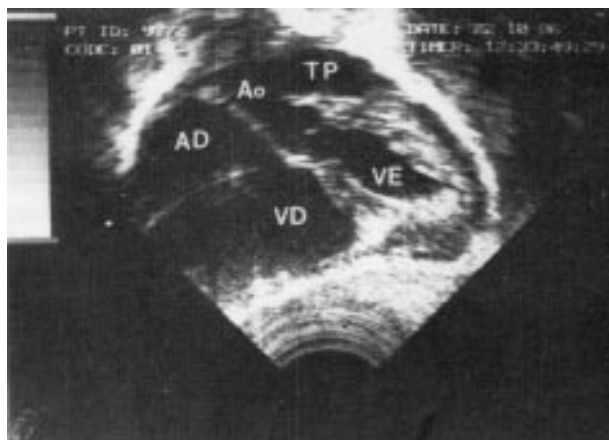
Ecocardiograma bidimensional — cúspide anterior da tricúspide maior que a normal e átrio direito significativamente aumentado de tamanho.
